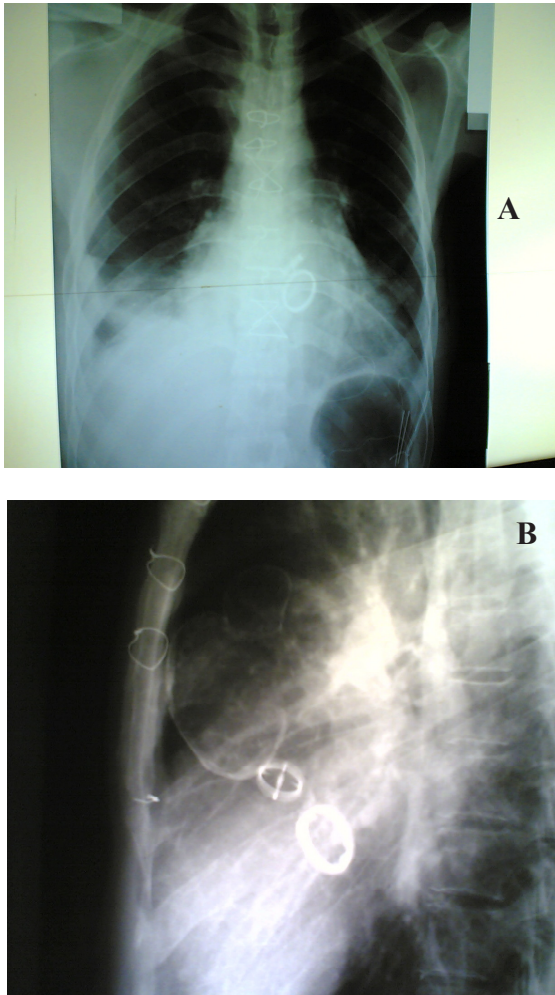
(A-B) : Clichés radiographiques pulmonaires face / profil montrant la calcification de l'anévrysme aortique et les anneaux prothétiques mitral et aortique.
